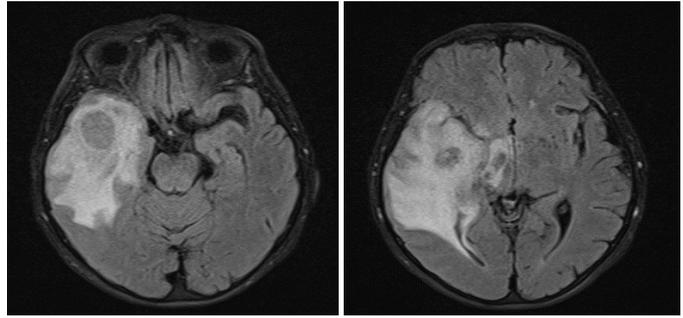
Ressonância Magnética da admissão hospitalar evidenciando os abscessos confluentes e edema cerebral importante.
